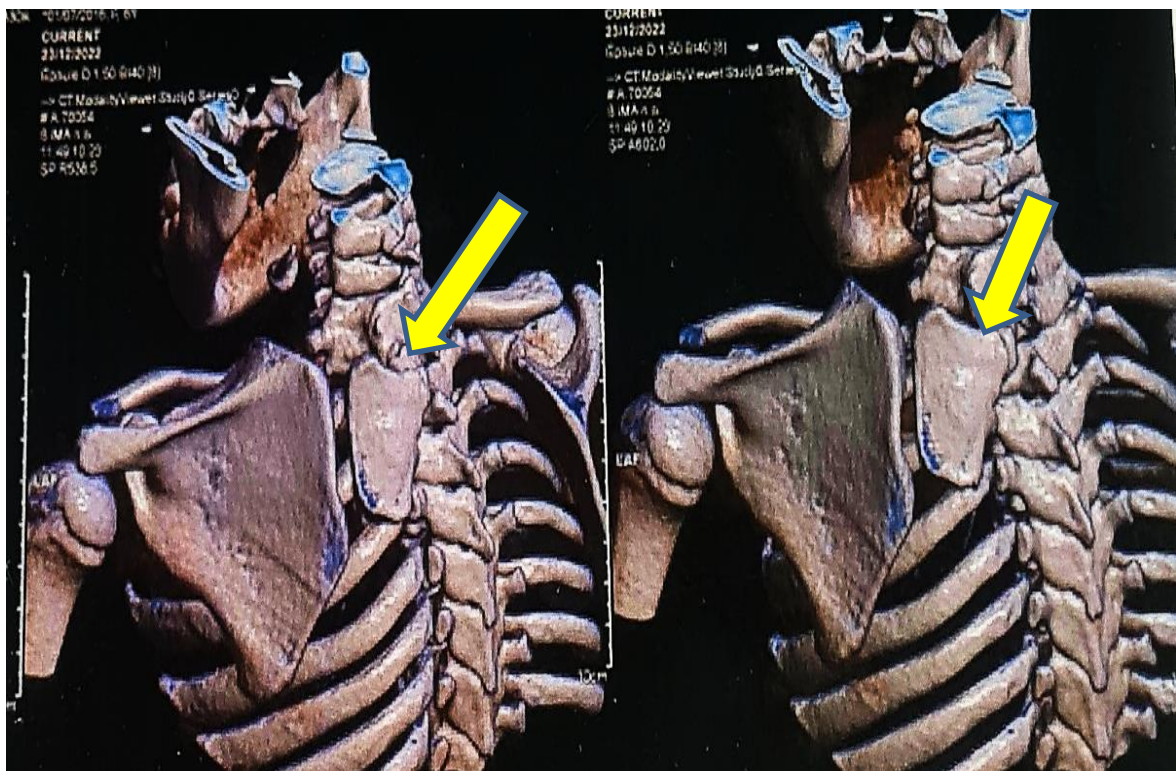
TDM avec reconstruction 3D: d'un patient âgé de 12 ans montrant une surélévation du bord spinale de l'omoplate gauche à hauteur C6 associée à un volumineux os Omo Vertébral pinçant les disques intervertébraux C6-C7-D1.(flèches jaunes)
